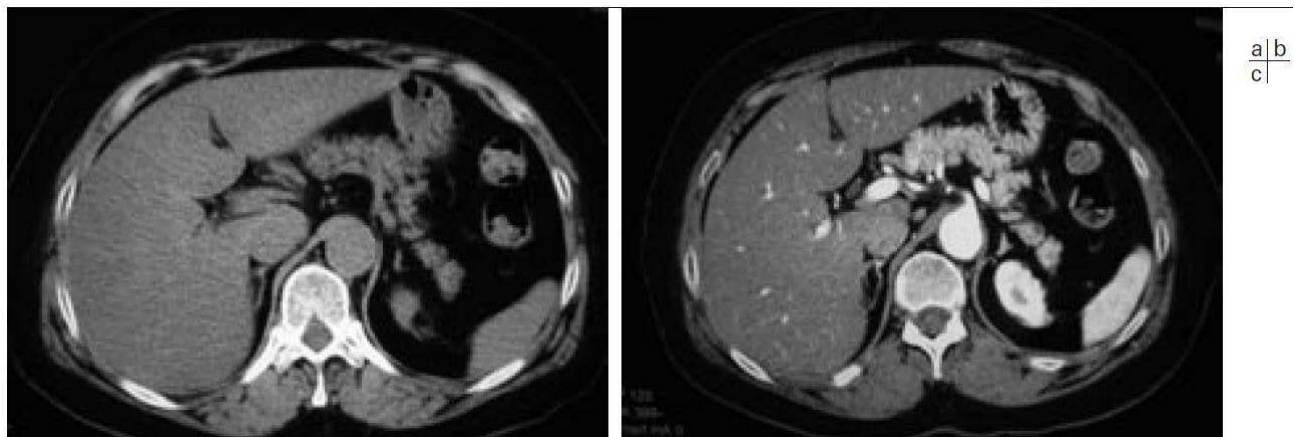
aspect en TDM [31]
